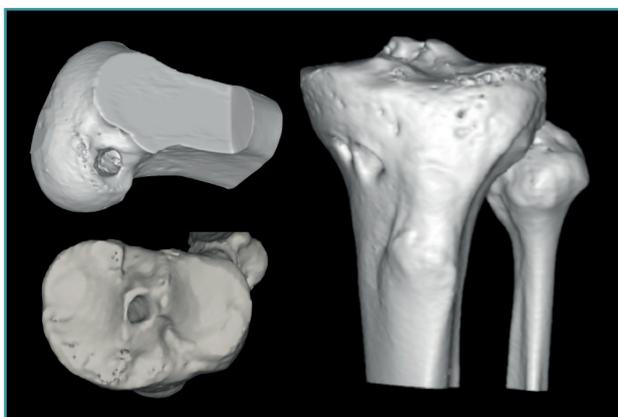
Actualmente, la reconstrucción en 3D de la tomografía computarizada permite comprender mejor la localización tridimensional de los túneles óseos.
